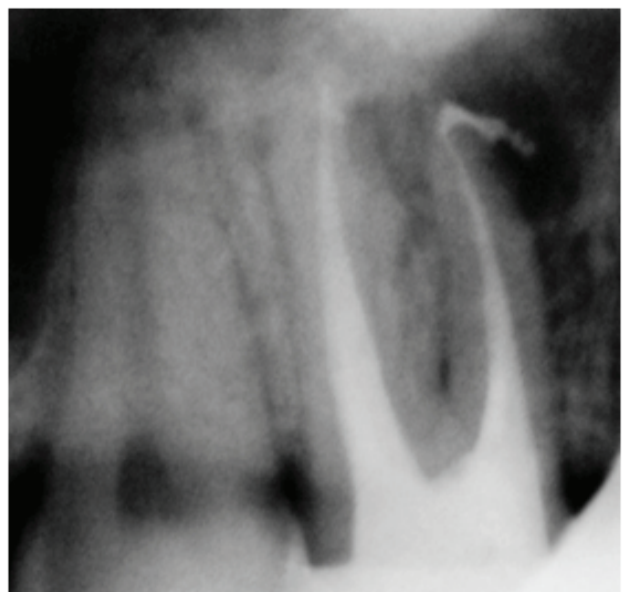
Постоперационная рентгенограмма зуба 16
